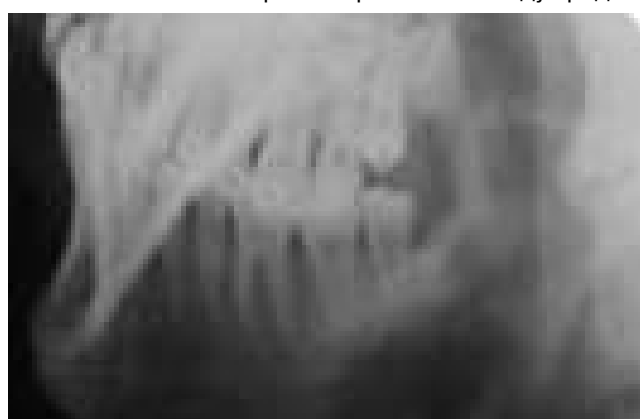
Внеротовая рентгенограмма нижней челюсти слева в боковой проекции. Остеолитический метастаз рака молочной железы в области угла
